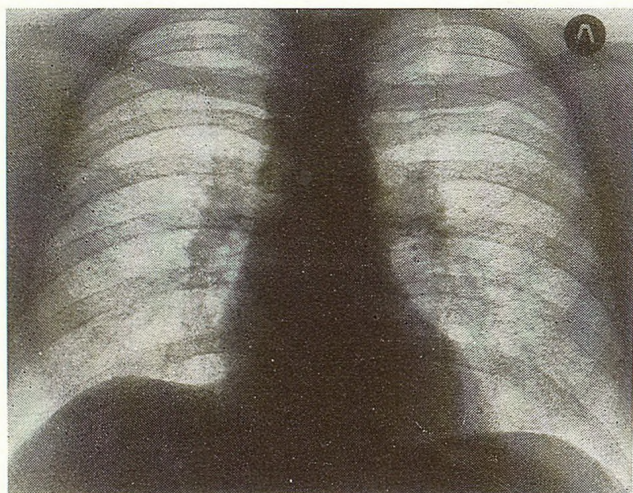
Рентгенограмма органов грудной клетки того же больного после разрешения пневмоторакса
